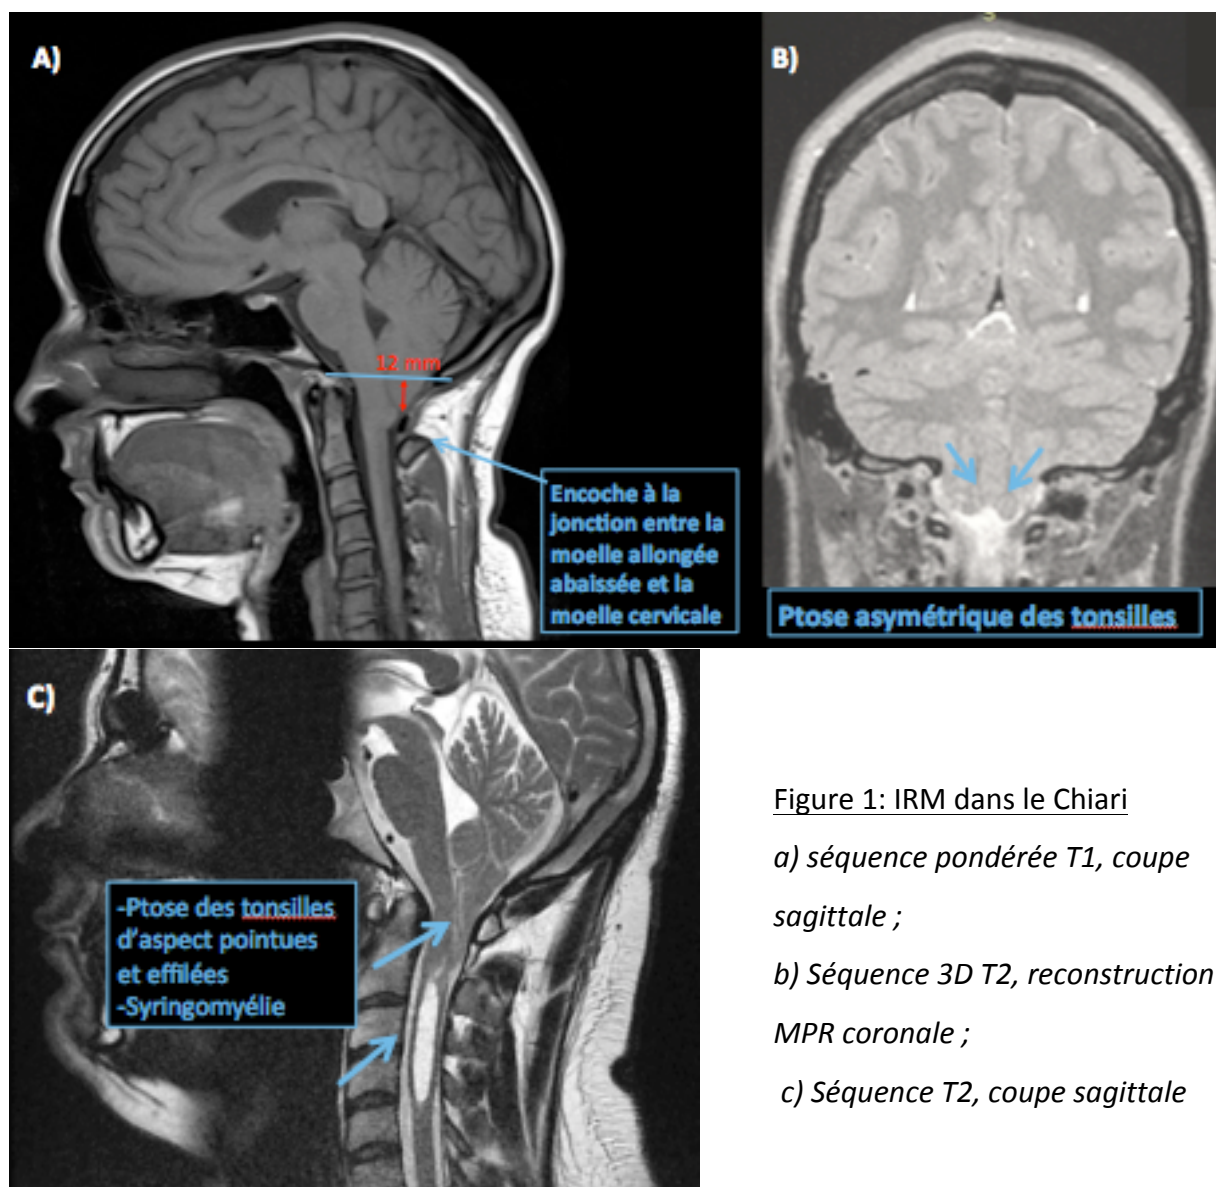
IRM dans le Chiari
